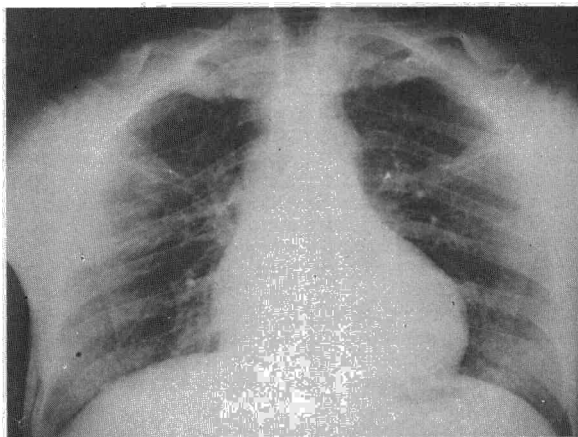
Radiografía PA de tórax en la que se observa NPS suprahiliar.
